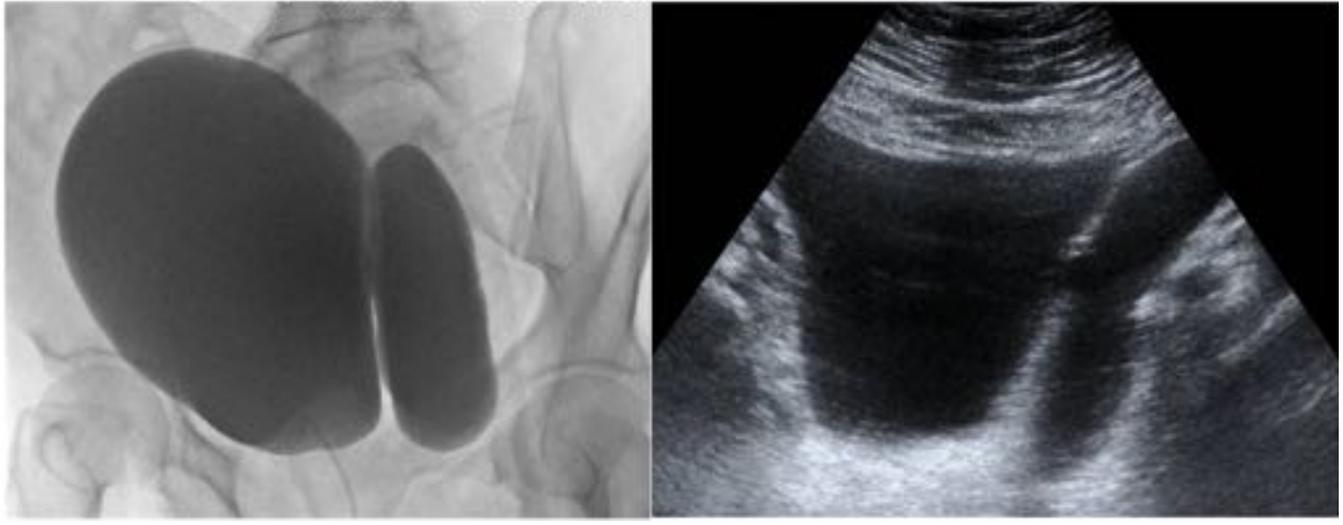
Cistograf a y ecograf a. Divert culo vesical de gran tama o.
